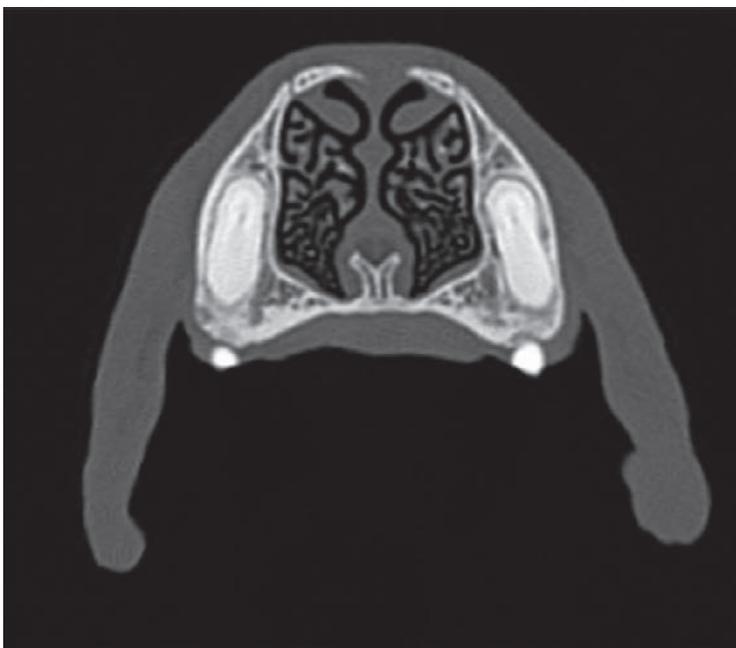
CT-Aufnahme: Beispiel einer gesunden Nase – Strukturen klar sichtbar.
